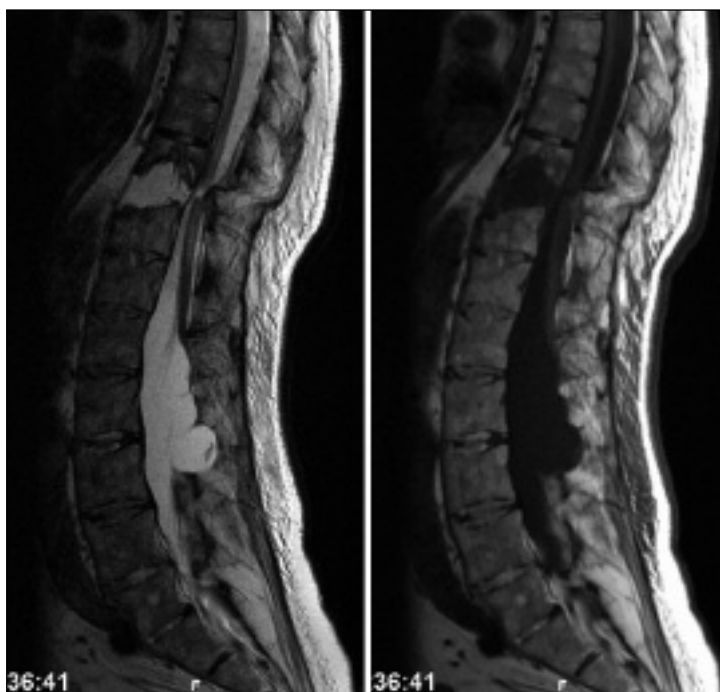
T2 (left) and T1-weighted (right) sagittal MR images of thoracolumbar spine revealing a T10-T11 fracture dislocation with suggestion of cord transaction at that level.
